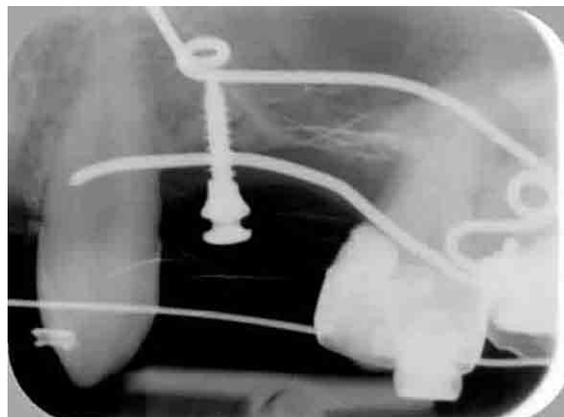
Radiographie de la minivis Ancora® en place (cliché du docteur Lugari).
